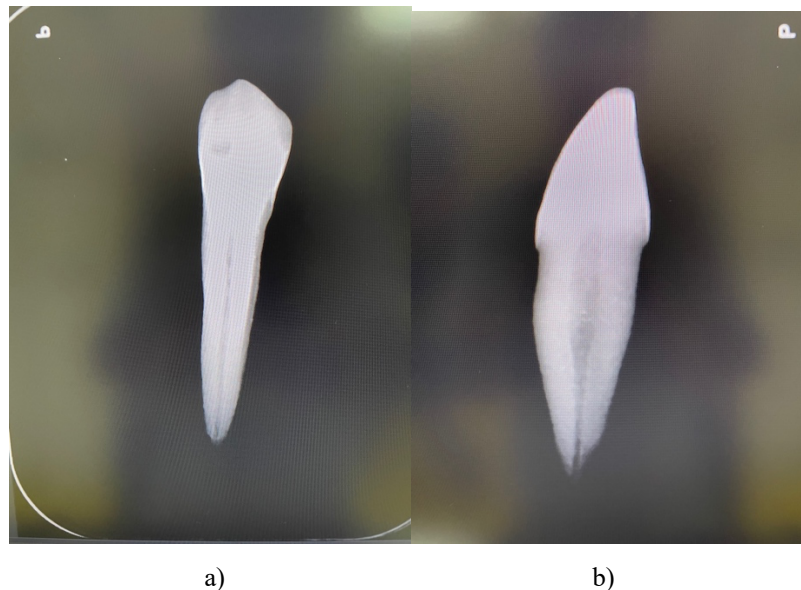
Radiografias iniciais do espécime n°40: a) Vista vestibular; b) Vista proximal.
